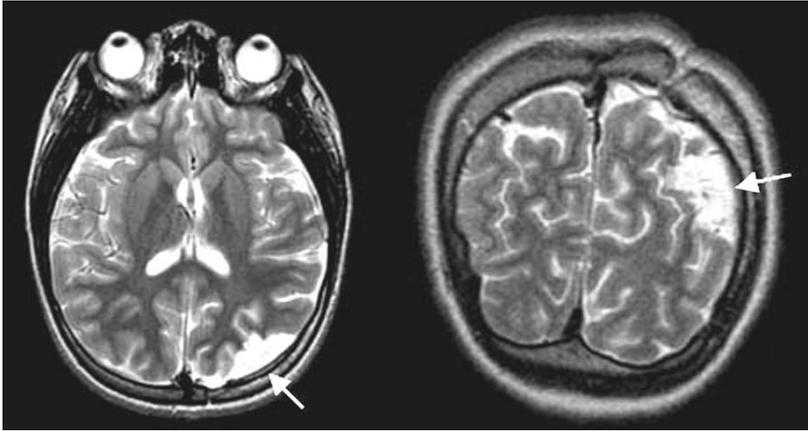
Focal cortisectomy. Fourteen year-old girl had suffered from intractable complex partial seizures arising from left parietal lobe. She has been seizure free since her left parietal cortisectomy (arrow). The MRI images were obtained from Samsung Medical Center.
